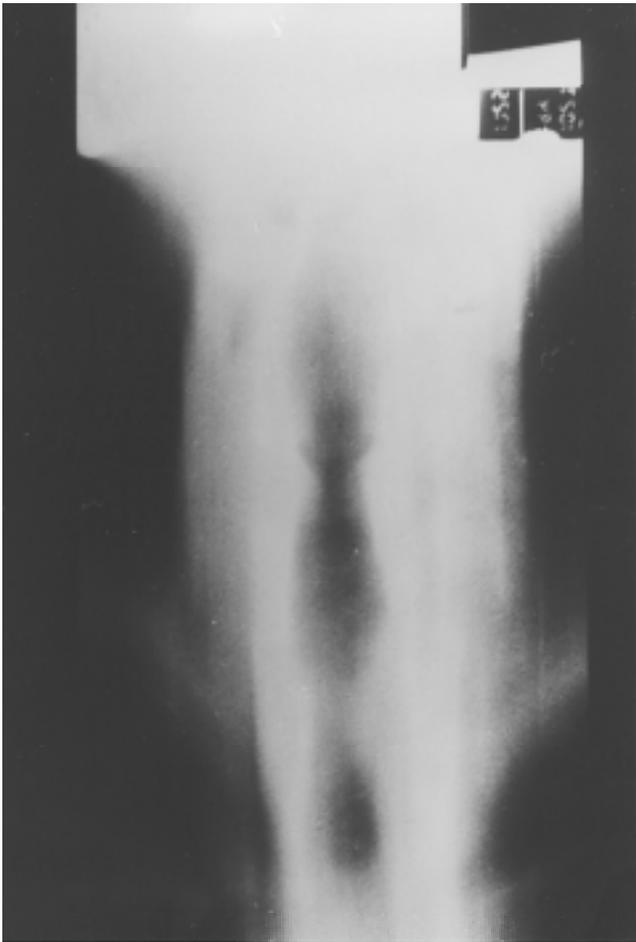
Tomografía lineal de laringe en donde se observa una estenosis subglótica.
